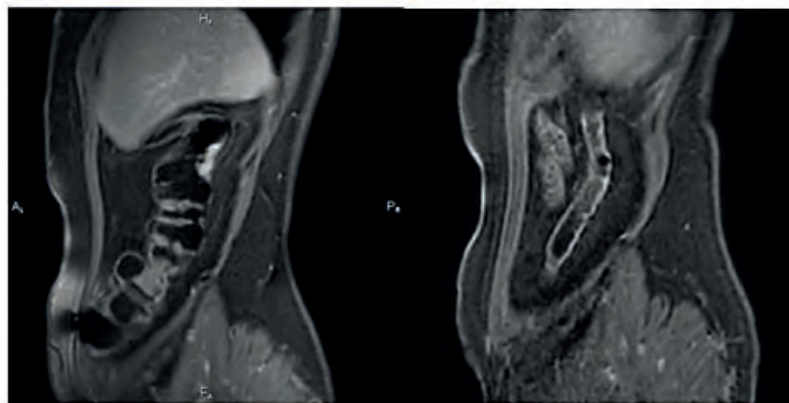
MRI image of the transverse colon colon in sagittal projection (STIR mode). Clearly visualized a limited area of thickening of the mucous membrane with signs of active contrast enhancement, which is typical for the activation of the inflammatory process
